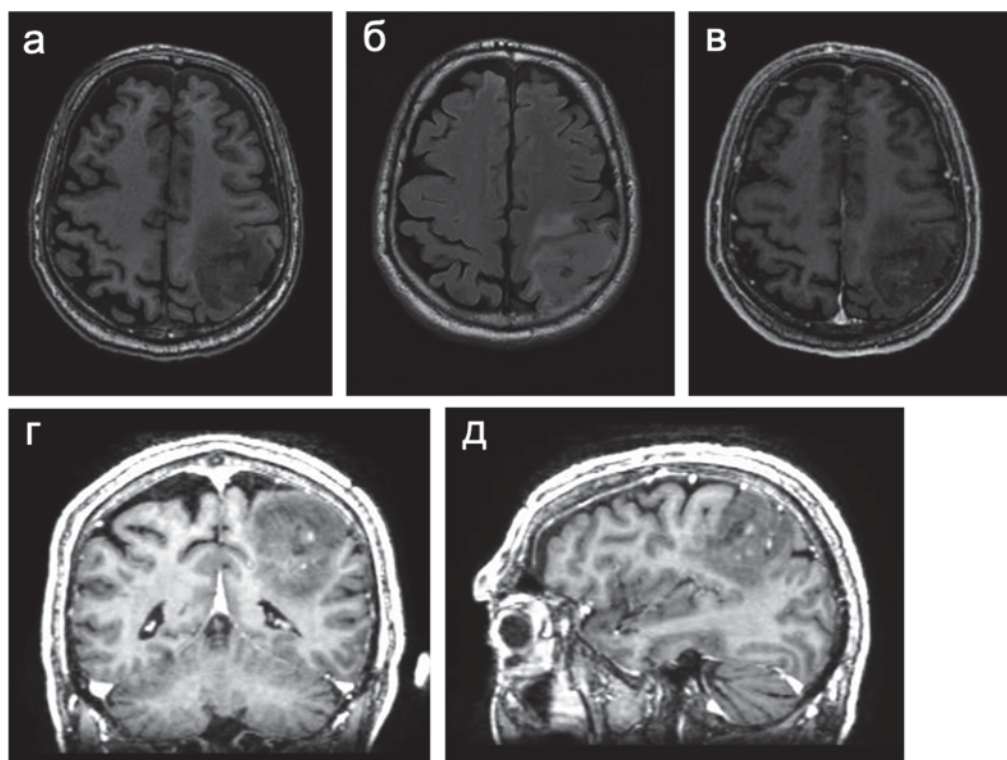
МРТ до операции. Внутримозговая опухоль левой теменной доли, имеющая гетерогенное строение по данным режима T2-FLAIR, с фокусом накопления контрастного препарата небольших размеров и слабой интенсивности:
